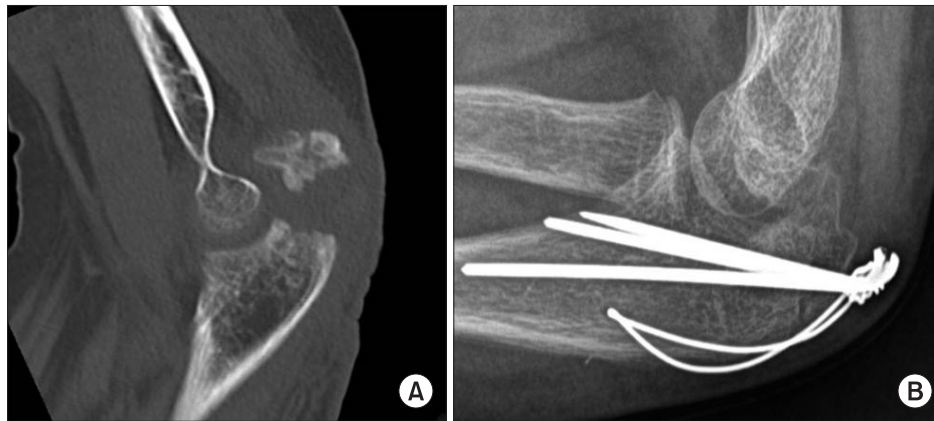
Left olecranon process fracture by falling on the ground. (A) Preoperation radiograph on January 2014. (B) Post-operation radiograph, 2 months after surgery.
